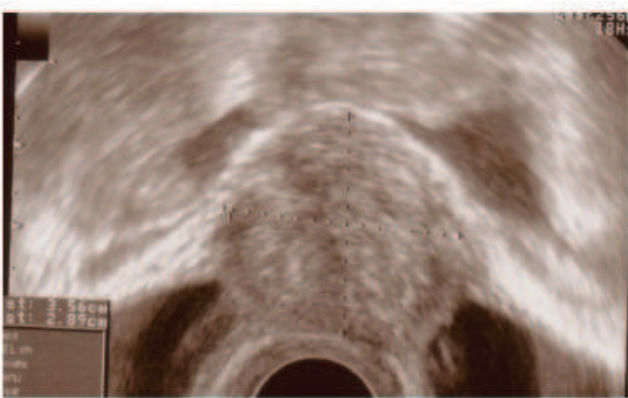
Ecografia transvaginal. Formação nodular na parede posterior e superior da bexiga.
